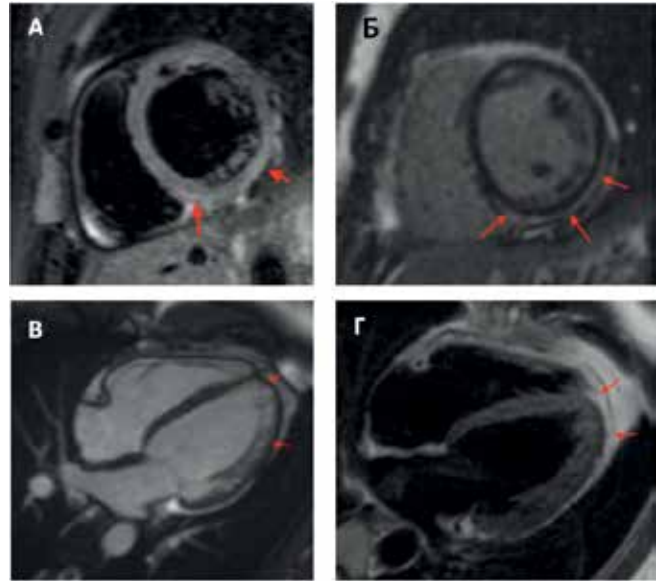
МРТ сердца пациентки Э. (клинический пример № 1). А — TIRM-последовательность (T2 FS), короткая ось на базальном уровне, визуализируется повышение интенсивности магнитно-резонансного сигнала от задне-перегородочного и задне-бокового сегментов; Б — PSIR-последовательность, короткая ось на базальном уровне, визуализируются участки отсроченного накопления контрастного вещества (LGE) по задне-боковому сегменту с распространением на задний сегмент и по задне-перегородочному сегменту; В — кино-последовательность (SSFP), 4-камерная плоскость, диастола, визуализируется повышение трабекулярности; Г — T2-взвешенная последовательность, 4-камерная плоскость, визуализируется утолщение эпикардиального жира с признаками распространением на миокард ЛЖ и верхушку сердца.
